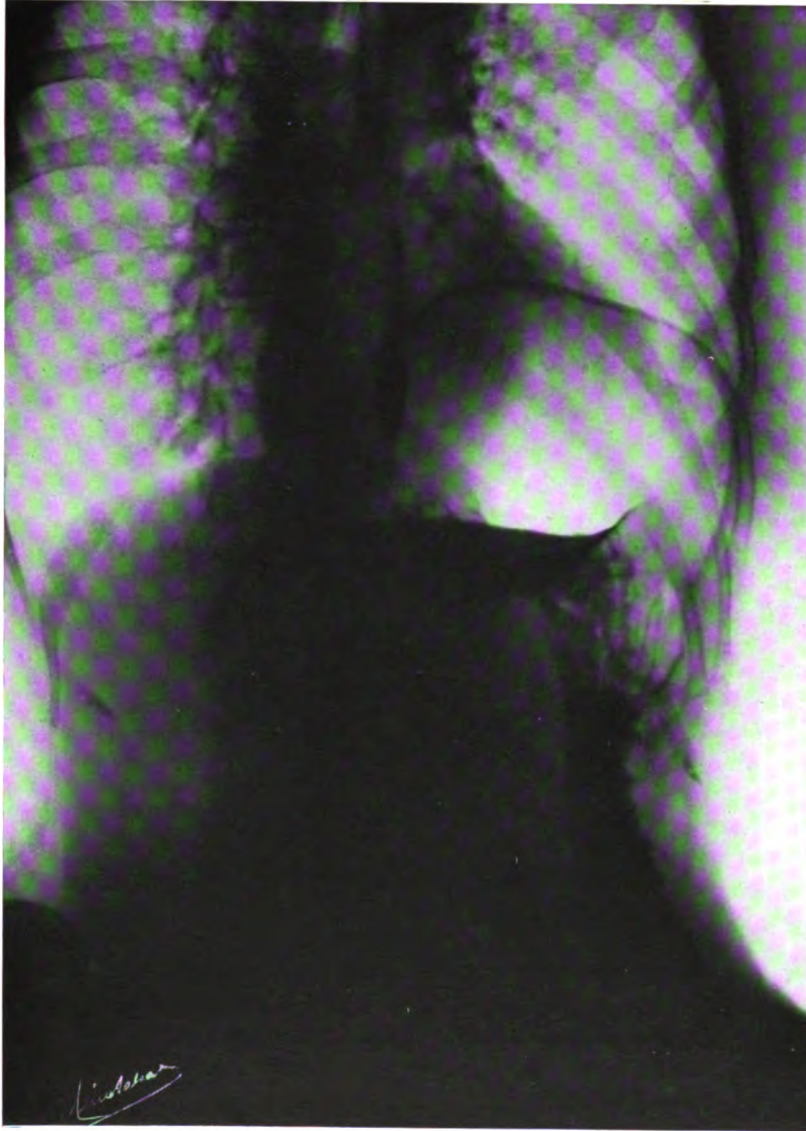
CAS III. — Téléradiographie thoraco-abdominale, mêmes données, position o. a. d., distance a. f. : 1,25, pose 0',14.
